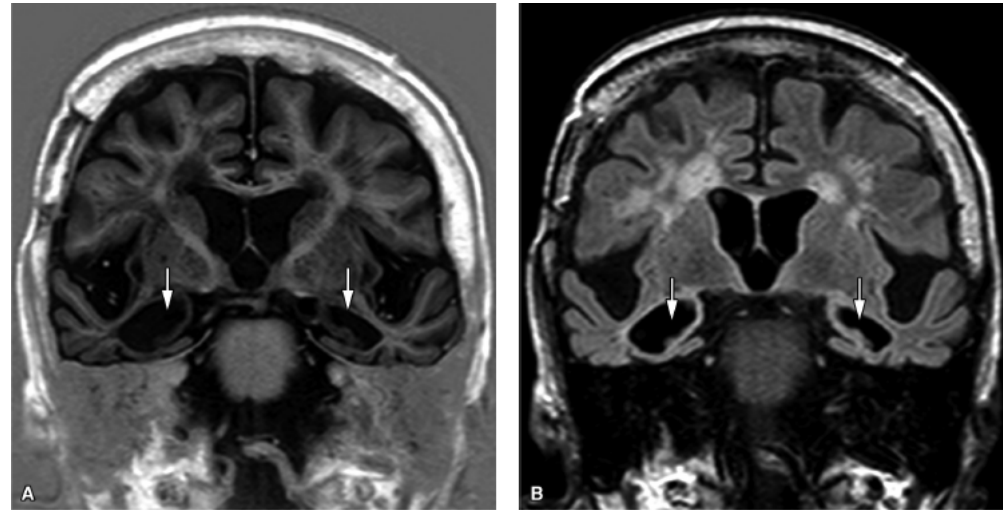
Doença de Alzheimer. Ressonância magnética do crânio. Sequências coronal T1/IR (A) e FLAIR (B) evidenciam atrofia hipocampal bilateral (*setas*).
